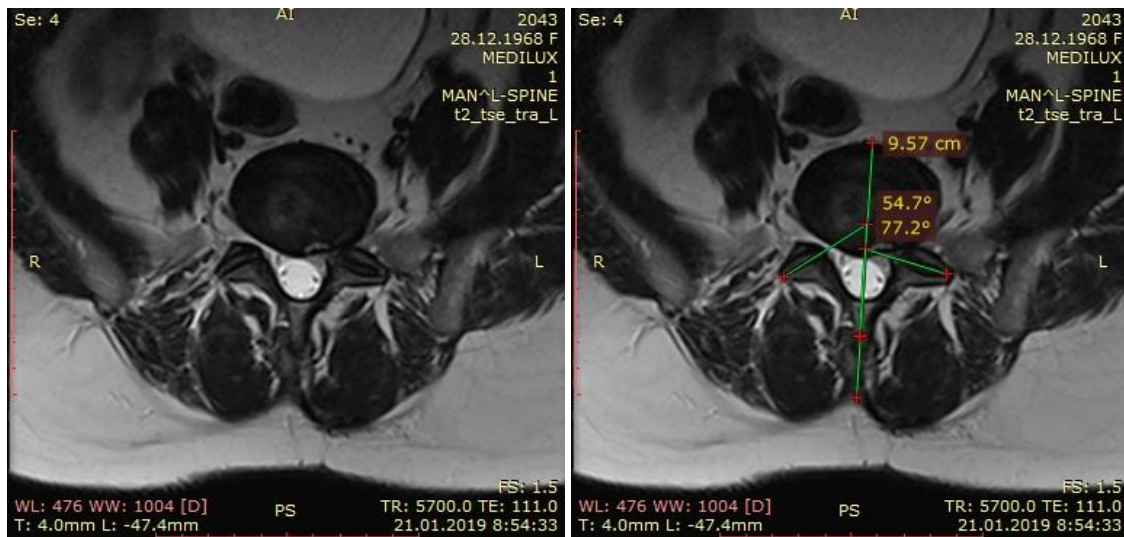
МРТ поперекового відділу хребта пацієнтки А., 51 рік, із наявністю фасеткового тріптізму.
